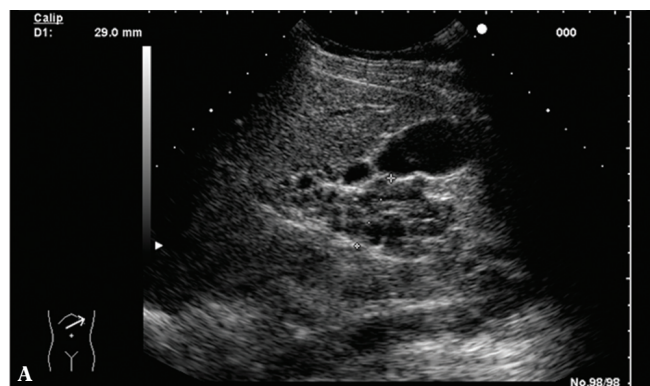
Sploty żyłne zaotrzewnowe (Retziusa). A. Obraz morfologiczny. B. Kolorowy doppler
